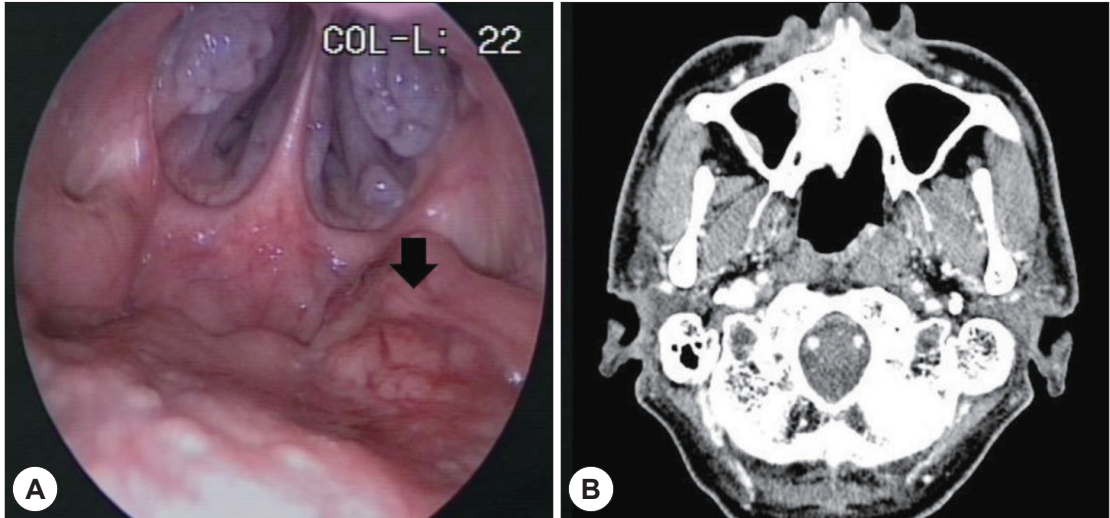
Image of nasopharyngeal cancer before radiotherapy. A : Nasopharyngoscopy image before radiotherapy shows a protruded mass at left nasopharynx (arrowed). B : Contrast-enhanced computerized tomography axial view before radiotherapy shows an enhanced mass at left nasopharynx.
